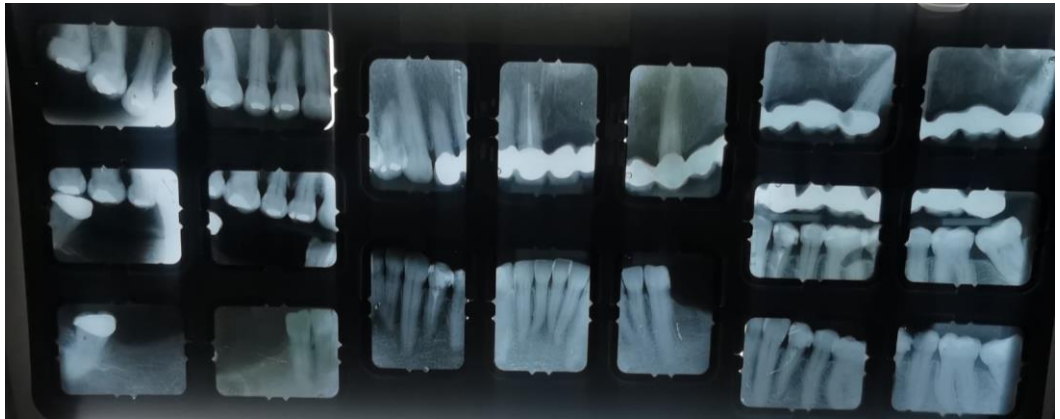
Radiografías periapicales seriadas
